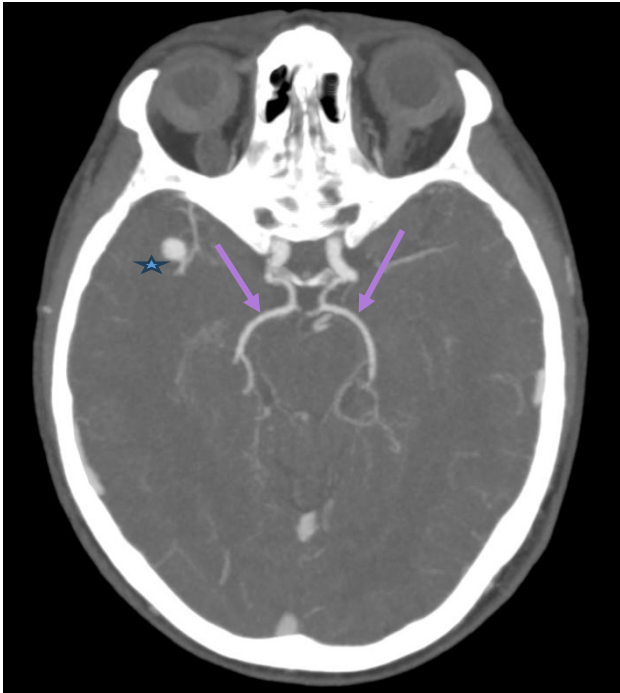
(Angio-TC): hipoplasia bilateral de los segmentos P1 de ACPs, con ambas arterias comunicantes posteriores prominentes, compatibles con ACPs de origen fetal parcial. Además, se observa aneurisma dependiente de la ACM izquierda (★).
